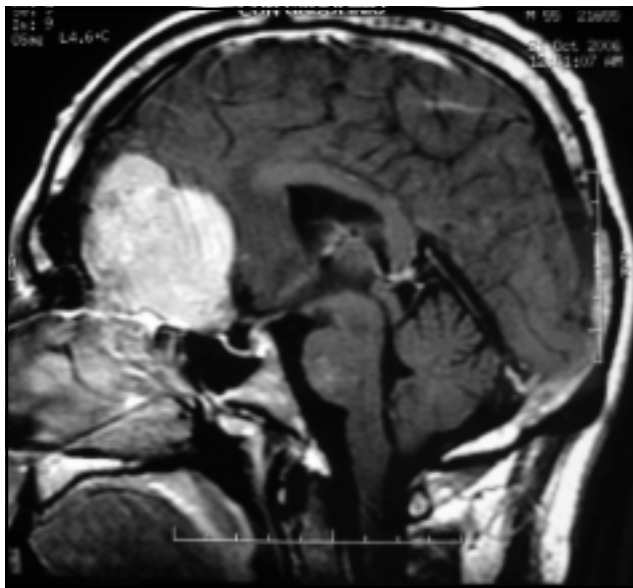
IRM de encéfalo con gadolinio en cortes sagitales de paciente con un meningioma del surco olfatorio.
